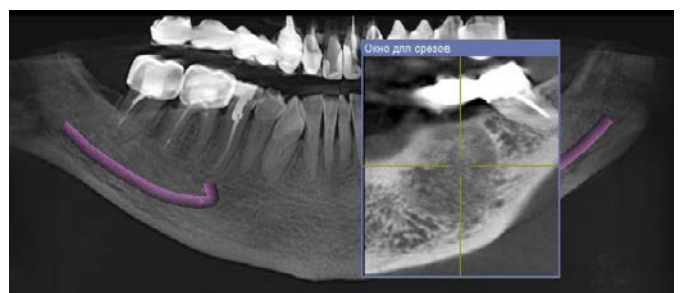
Ортопантомография через 3 года после оперативного вмешательства
